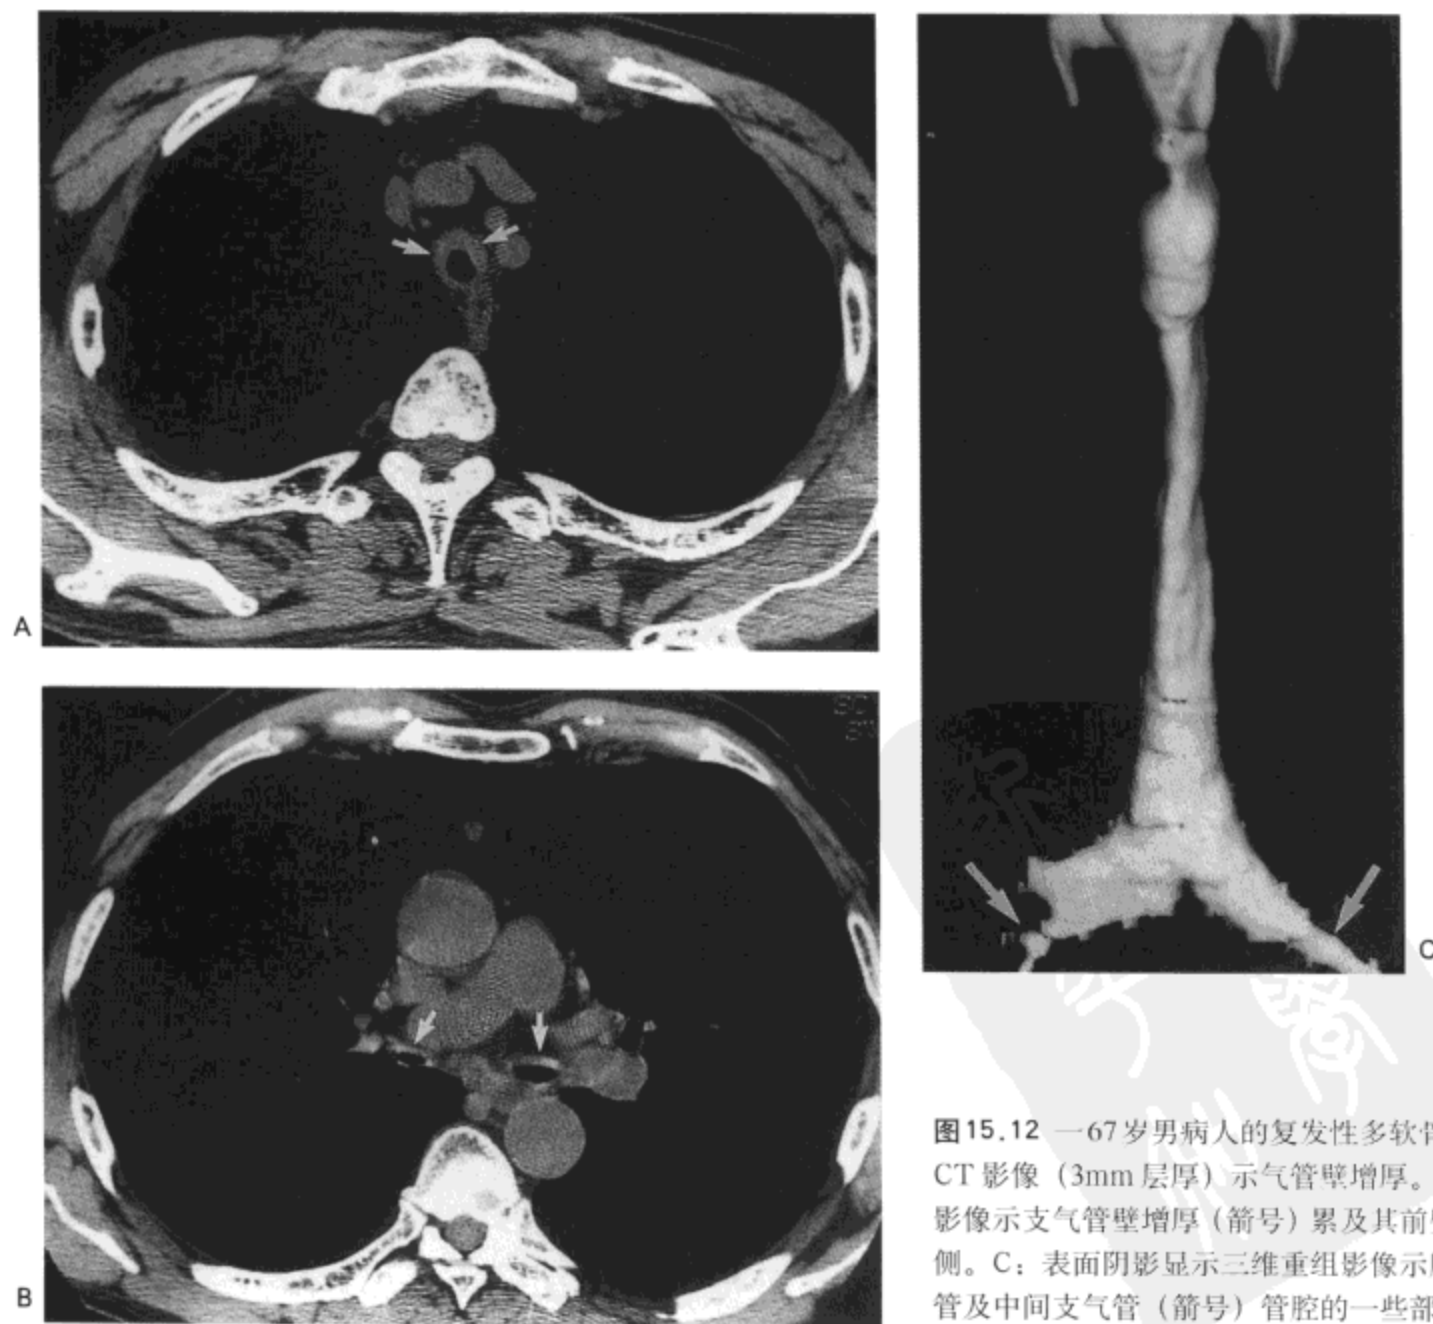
67 岁男病人的复发性多软骨炎。A: 大血管水平 CT 影像 (3mm 层厚) 示气管壁增厚。B: 中间支气管水平影像示支气管壁增厚 (箭号) 累及其前壁与左侧主支气管远侧。C: 表面阴影显示三维重组影像示胸内气管与左主支气管及中间支气管 (箭号) 管腔的一些部分广泛狭窄。
